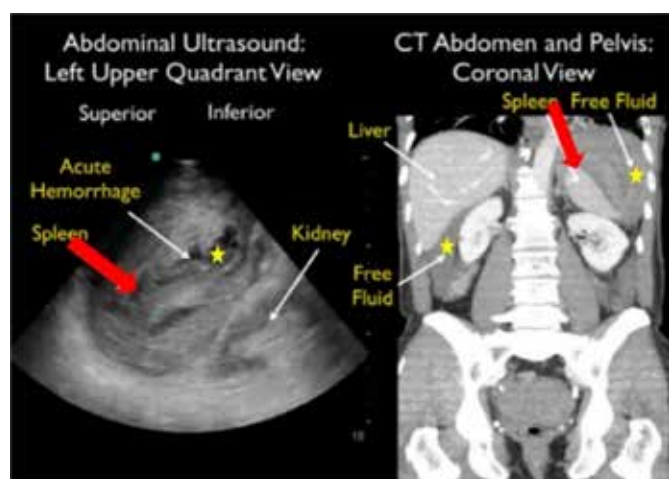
Imagen de ecografía (izquierda) y tomografía computarizada (derecha) que muestran trauma esplénico en un hombre de 64 años que ingresó a la sala de emergencia, desarrolló shock hipovolémico y fue tratado quirúrgicamente¹¹.
